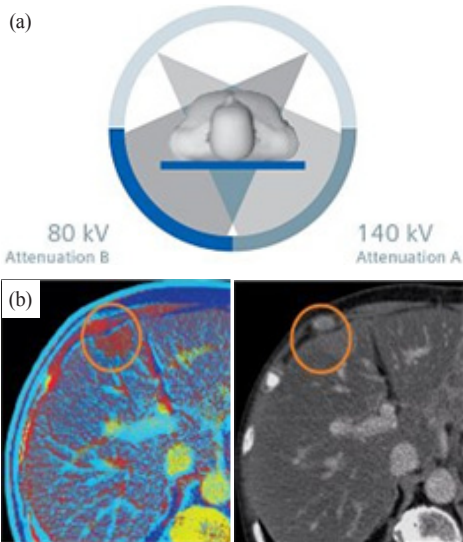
(a) Dual energy CT, (b) Dual energy CT image & Single energy CT image.
